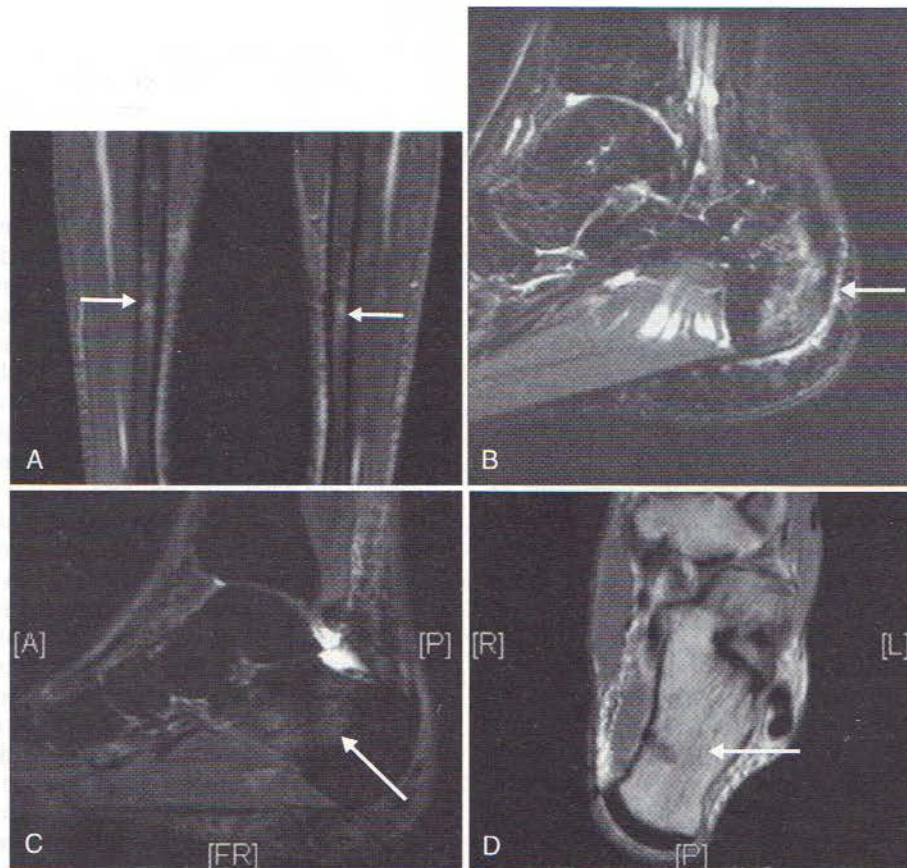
Exemple de răspunsuri la solicitare și de fracturi de solicitare. A, Imagine de rezonanță magnetică coronală a picioarelor, ponderată T2, cu supresie a grăsimii, ce indică un semnal intensificat în cavitatea medulară a ambelor tibii (săgeți), conform cu răspunsul sau reacția la solicitare. Lipsa unei linii discrete indică o fractură de solicitare. Pacienta era o alergătoare fond de Divizia I cu oligomenoree și tulburări de alimentație. B, IRM a labei piciorului, ponderată T2, cu supresie a grăsimii, indicând un semnal intensificat la nivelul calcaneului (săgeată), conform cu răspunsul la solicitare. Pacientul era un schior acrobat freestyle de talie olimpică, cu durere de călcâi bilaterală. IRM a călcâiului controlateral avea un aspect similar. IRM sagitală, ponderată T2, cu supresie a grăsimii (C) (săgeată) și IRM axială ponderată T1 (D) ce indică o fractură de solicitare calcaneană (săgeată). Pacientul era un ultramaratonist în vârstă de 29 de ani.
